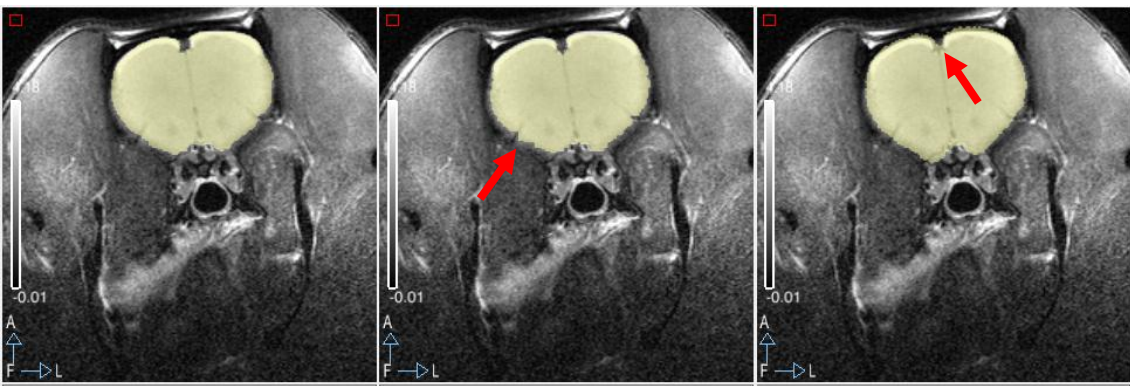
Corte transaxial correspondiente a la zona cerebral rostral de una MRI de rata Long-Evans fusionada con su máscara (de izquierda a derecha): manual, BEA-PCNN y SBR.
